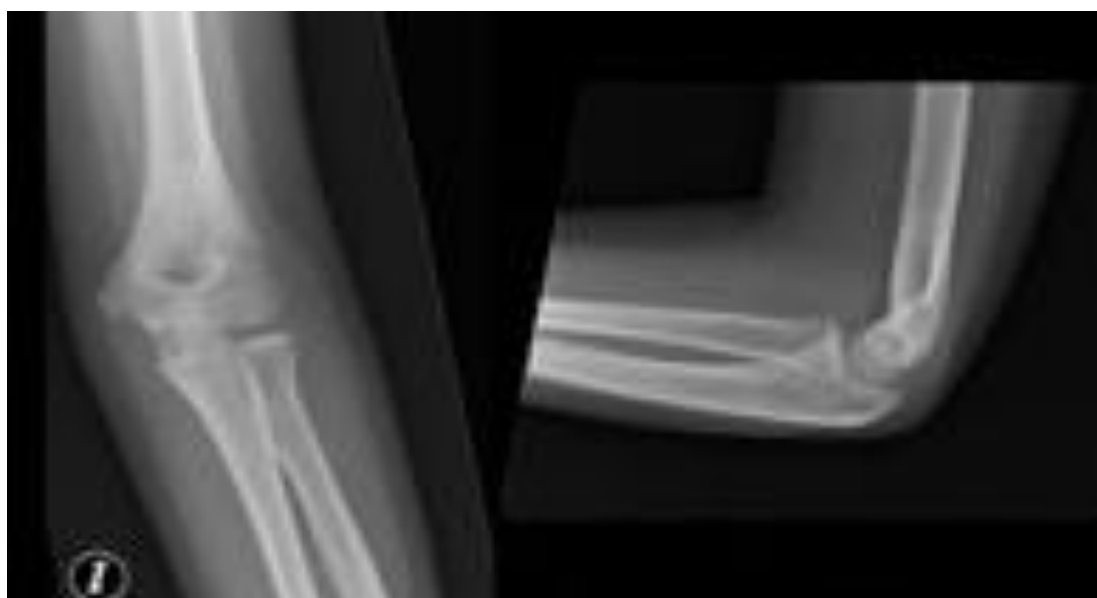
Radiografía de codo contralateral a la fractura
